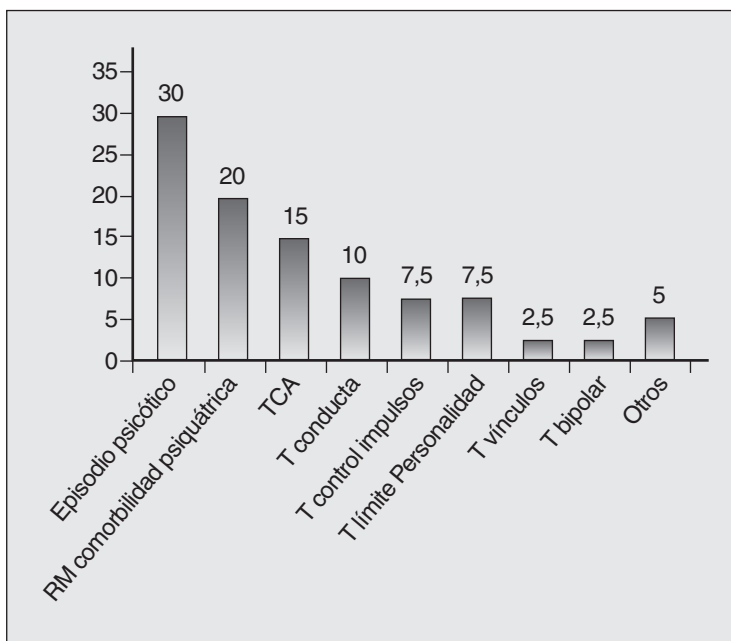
Diagnósticos de los trastornos emocionales. RM = retraso mental, TCA = trastorno de la conducta alimentaria, T = trastorno.
